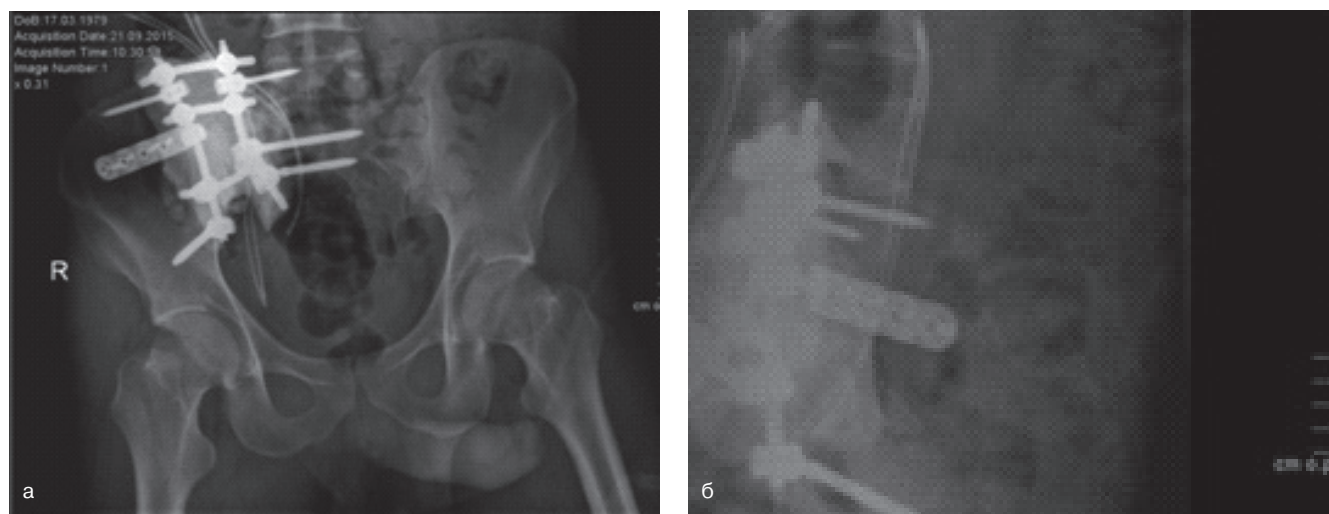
Рентгенограмма после операции: а) прямая проекция; б) боковая проекция
